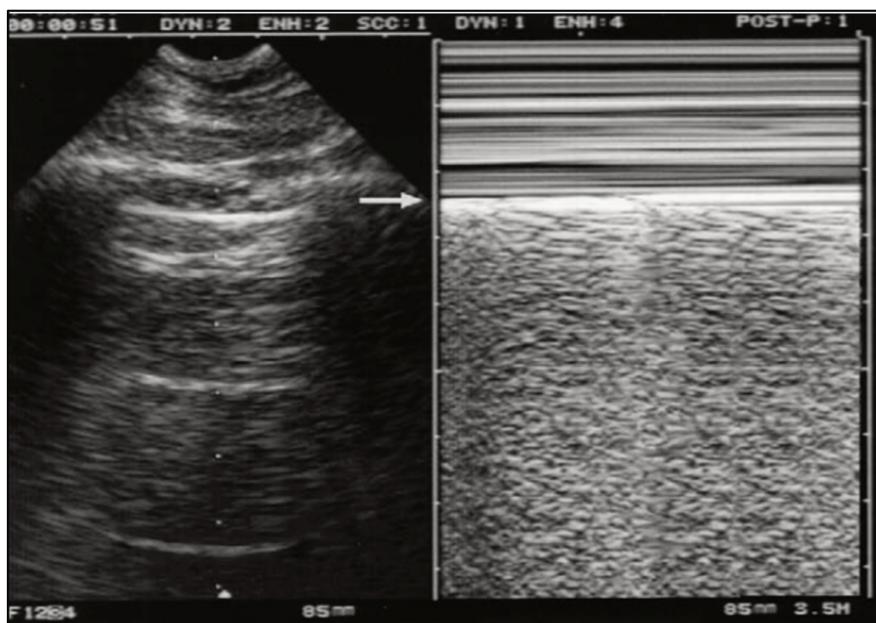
Vue statique d'une échographie pleurale à gauche et du signe de bord de mer à droite[26]
